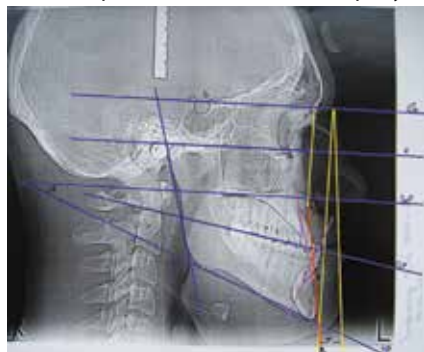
Фото телерентгенограммы пациента Т-к Д., 22 лет с мезиальным прикусом (III класс Энгля), обусловленным антеположением нижней челюсти на 8° и чрезмерным развитием нижней челюсти (тела — на 10 мм, ветви — на 20 мм) при выраженной ретрузии верхних резцов — на 11°; на фоне индивидуального генетического профиля — антефас со скошенным вперед подбородком (по А. М. Schwarz)
